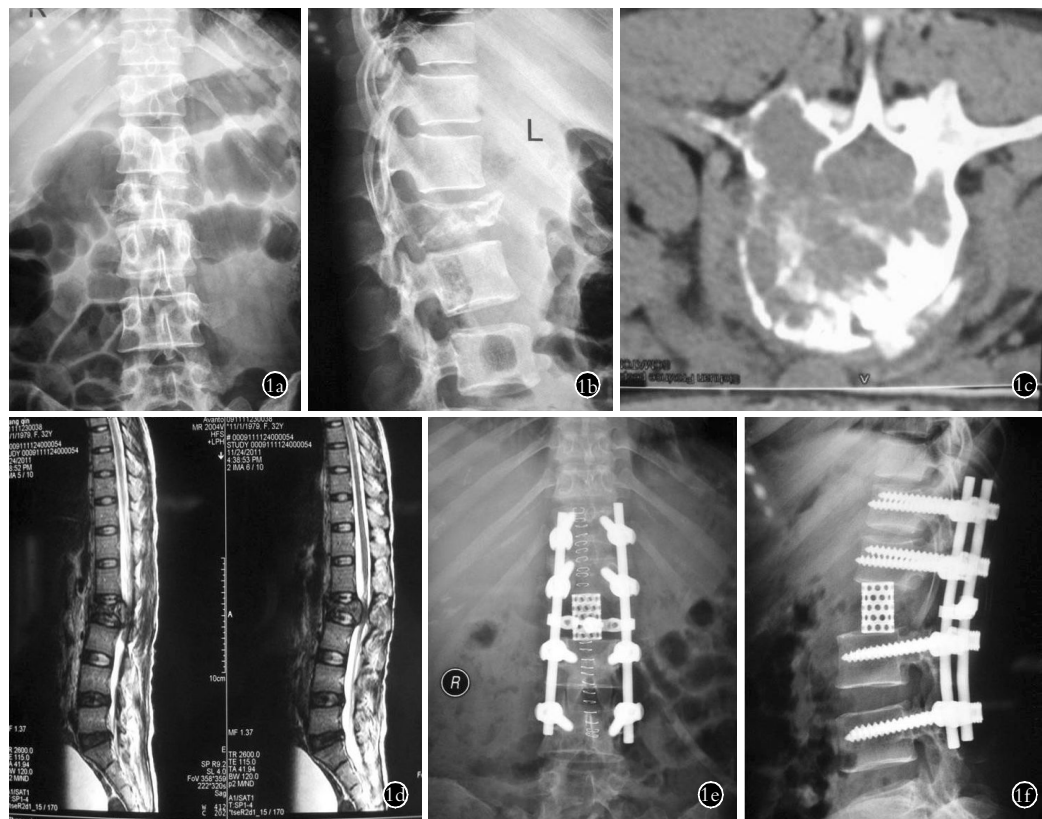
女性患者,39 岁,乳腺癌术后 23 个月发生 L₂ 椎骨转移, Tokuhashi 评分 14 分 1a, 1b. 术前正侧位 X 线片显示椎骨破坏 1c, 1d. 术前 CT 与 MRI 显示 Tomita 分型 III 型 1e, 1f. I 期后路全脊椎碎块切除术后正侧位 X 线片显示瘤椎完全切除,内固定位置良好
